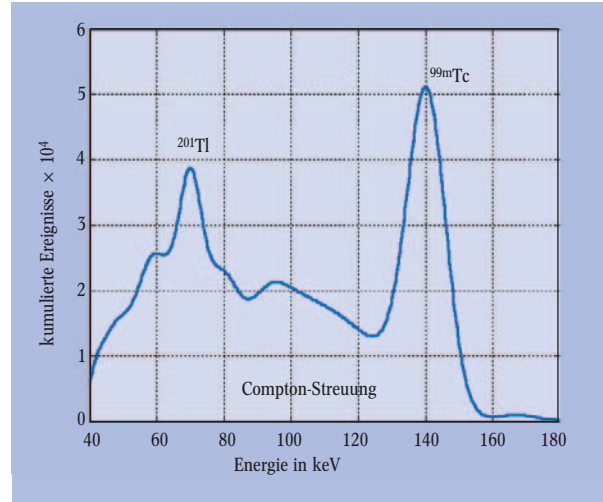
Dieses Energiespektrum einer Multinuklid-Bildgebung (SPECT) zeigt, dass Technetium bei 140 keV Photonen emittiert und Thallium bei 68, 71 und 80 keV. Compton-Streuung erzeugt eine Energieverteilung unterhalb der Hauptlinien.
